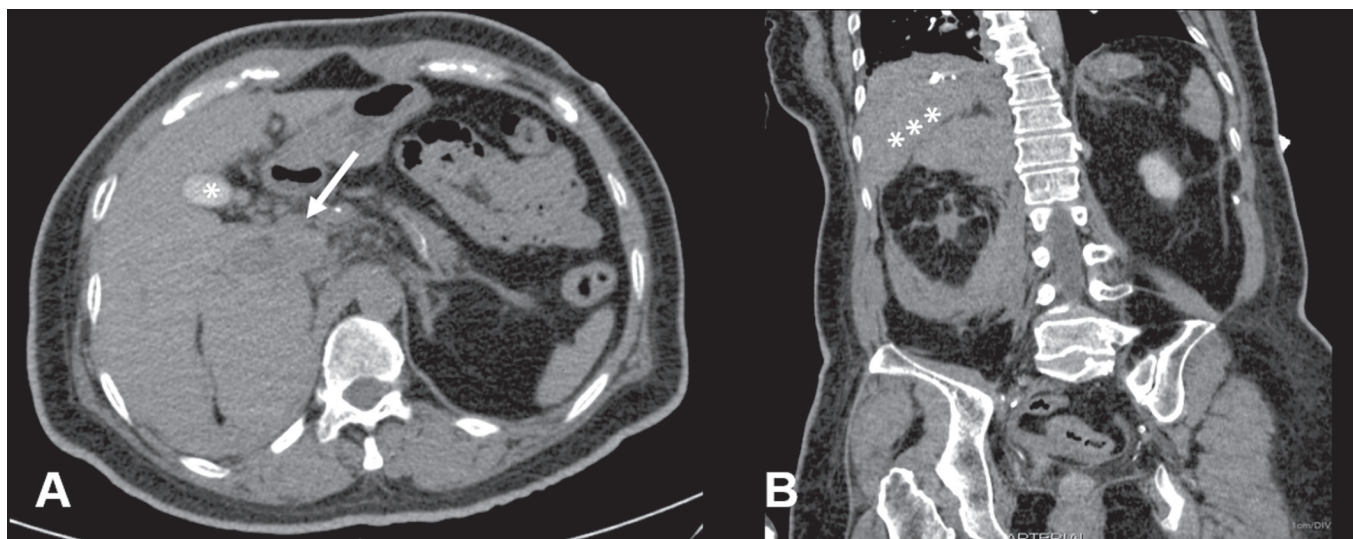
A: TC axial sem utilização de contraste intravenoso mostra massa adrenal à direita (seta), de contornos parcialmente definidos, medindo 9,5 × 7,5 × 6,5 cm, e espontaneamente hiperatenuante (65 UH). Vesícula biliar contendo contraste consequente a cateterismo cardíaco prévio (asterisco). B: TC coronal demonstra ausência de realce na fase pós-contraste e deslocamento cranial da borda hepática adjacente (asteriscos).
